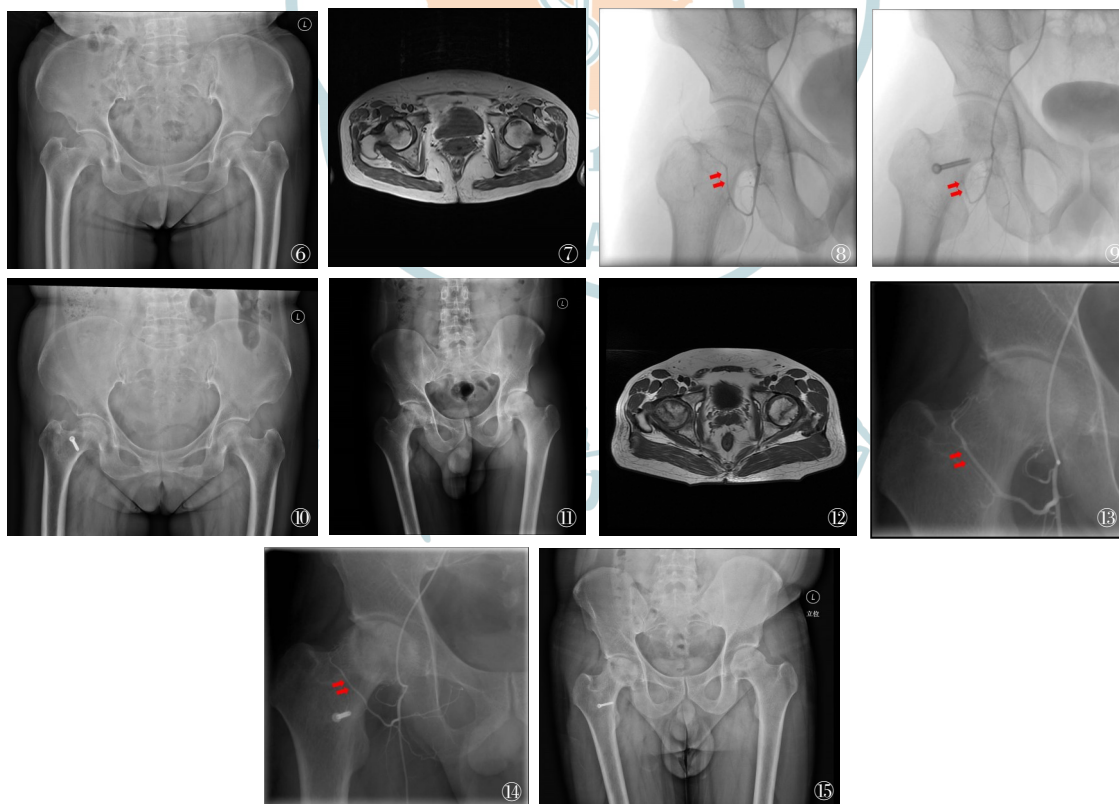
~10 男性,32岁,右侧股骨头坏死(激素型,ARCO分期:Ⅱ期)。采用传统股方肌骨瓣手术;图6 术前骨盆X线片;图7 术前髋关节MRI,右侧股骨头坏死;图8 术前右侧股骨头DSA,红色箭头显示股骨头后上支持带动脉显影;图9 术后1月右侧股骨头DSA,红色箭头显示股骨头后上支持带动脉未显影,下支持带动脉显影;图10 术后3年骨盆X线片,股骨头无塌陷,关节间隙正常;图11~15 男性,38岁,右侧股骨头坏死(激素型,ARCO分期:Ⅲ期),采用改良股方肌骨瓣手术。图11 术前骨盆X线片,右侧股骨头形状不规则;图12 术前髋关节MRI,双侧侧股骨头坏死;图13 术前右侧股骨头DSA,红色箭头显示股骨头后上支持带动脉显影;图14 术后1月右侧股骨头DSA,红色箭头显示股骨头后上支持带动脉显影,且头内血液循环情况较术前改善;图15 术后3年骨盆X线片,骨盆倾斜纠正,右侧股骨头未进一步塌陷,关节间隙正常
